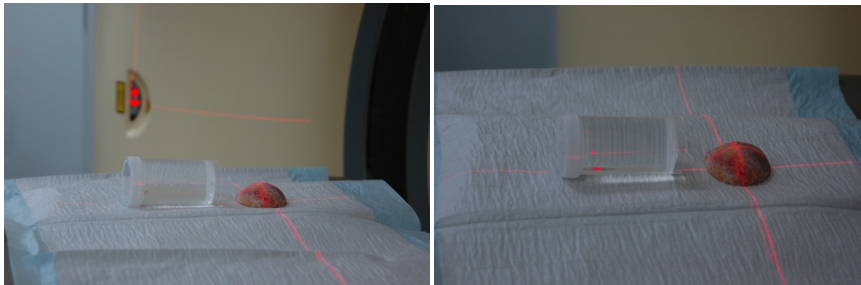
Computertomographie einer Hüftkopfkappe.
